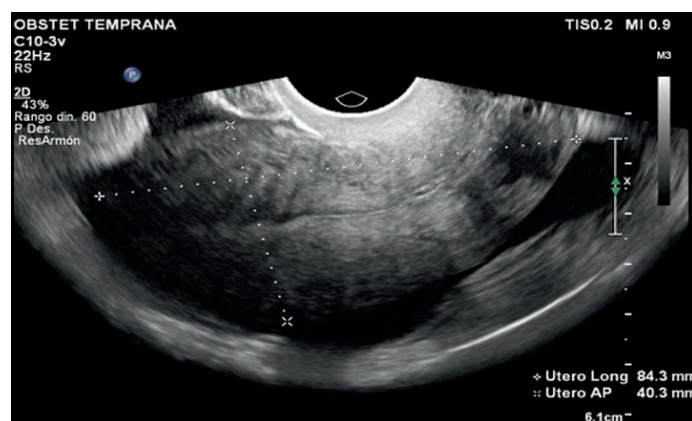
Ecografía pélvica transvaginal con útero en anteversoflexión de 84 × 40 × 40 mm, con abundante líquido libre, endometrio de 3.2 mm y ausencia de saco gestacional intrauterino.
